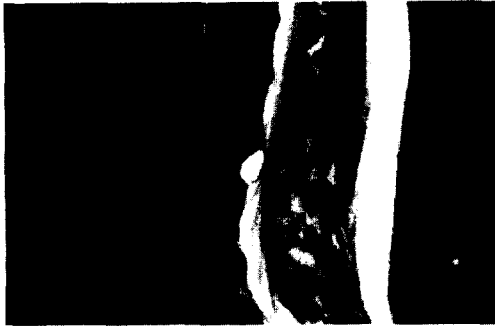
view of L-spine MRI
